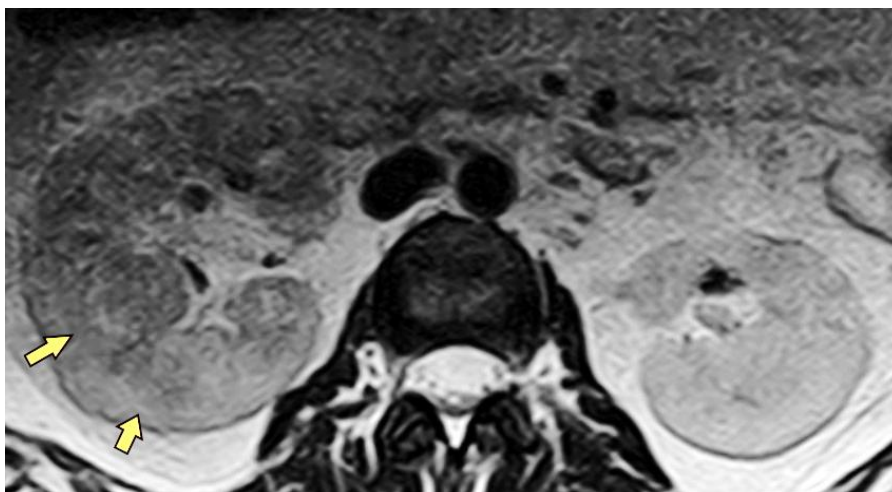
МР-томограммы брюшной полости и забрюшинного пространства почек И., 42 года, на T2–ВИ в аксиальной плоскости на 2–е сутки после травмы. Увеличение размеров правой почки, снижение кортико-медулярной дифференцировки и гипоинтенсивные клиновидные участки правой почки, соответствующие острому правостороннему пиелонефриту (желтые стрелки)
